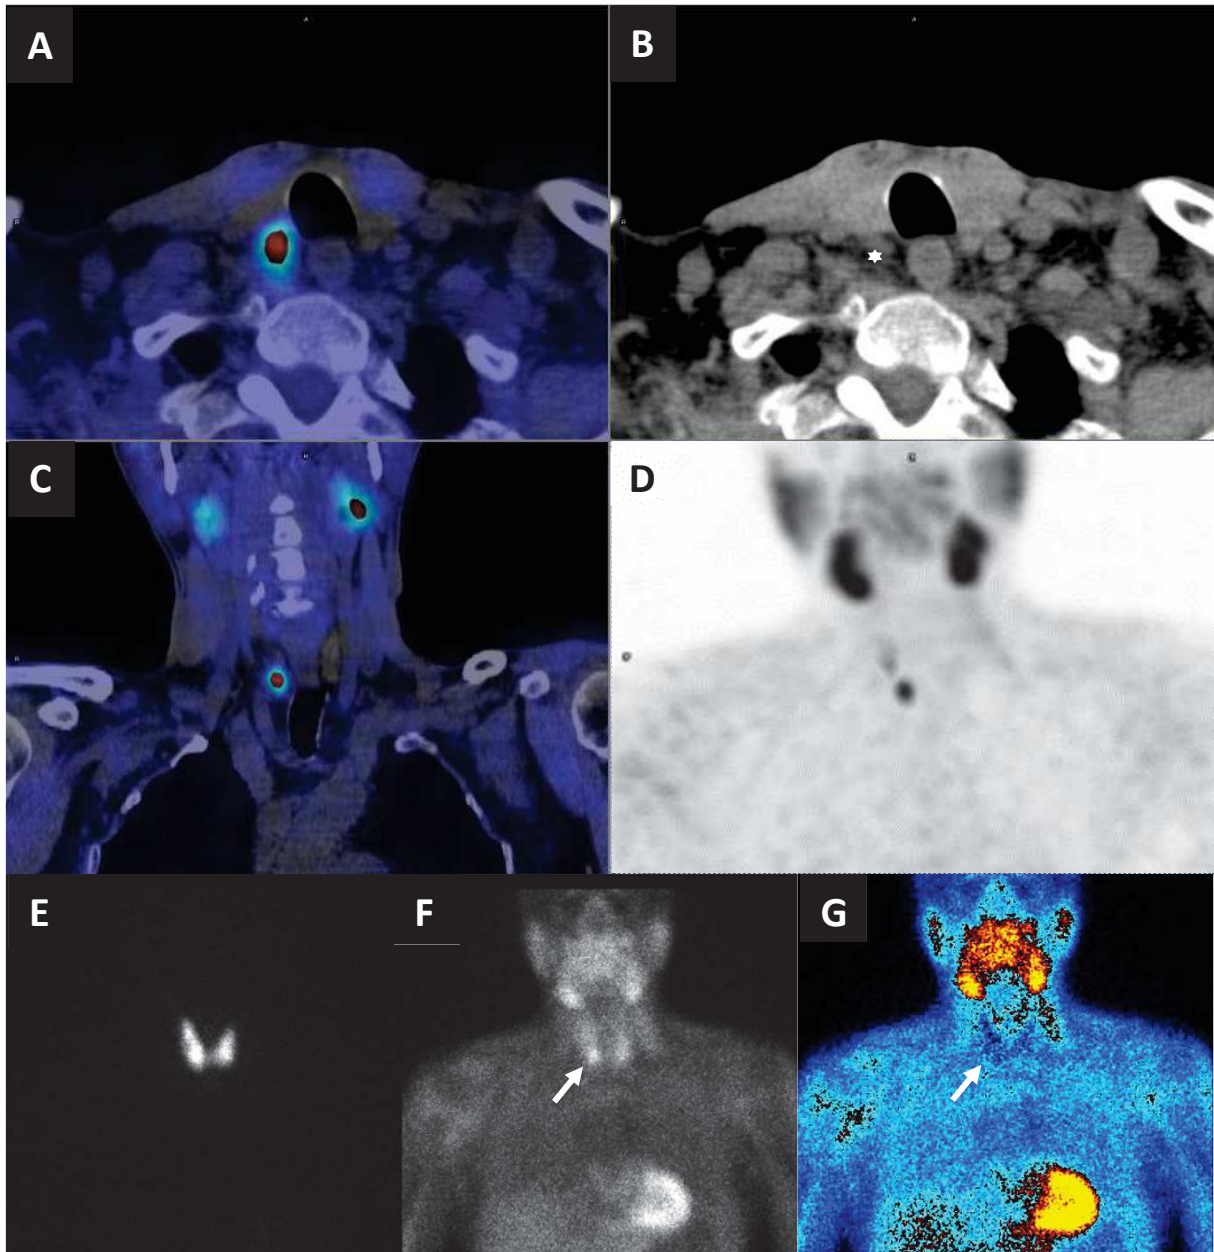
Scintigraphie parathyroïdienne de soustraction au  $^{99m}\text{Tc}$ -sestamibi/ $^{123}\text{I}$ . Les acquisitions SPECT-CT en haut (A : images fusionnées axiales, B : TDM axiale, C : images fusionnées frontales, D : Maximum Intensity Projection – MIP) et les acquisitions planaires (E :  $^{123}\text{I}$ , F :  $^{99m}\text{Tc}$ -sestamibi et G :  $^{99m}\text{Tc}$ -sestamibi -  $^{123}\text{I}$ ), avec hyperfixation focale modérée du  $^{99m}\text{Tc}$ -sestamibi d'un adénome parathyroïdien inférieur droit orthotopique – flèche blanche sur les acquisitions planaires et étoile blanche sur les acquisitions SPECT-CT). A noter : fixation physiologique intense du myocarde et des glandes salivaires.
